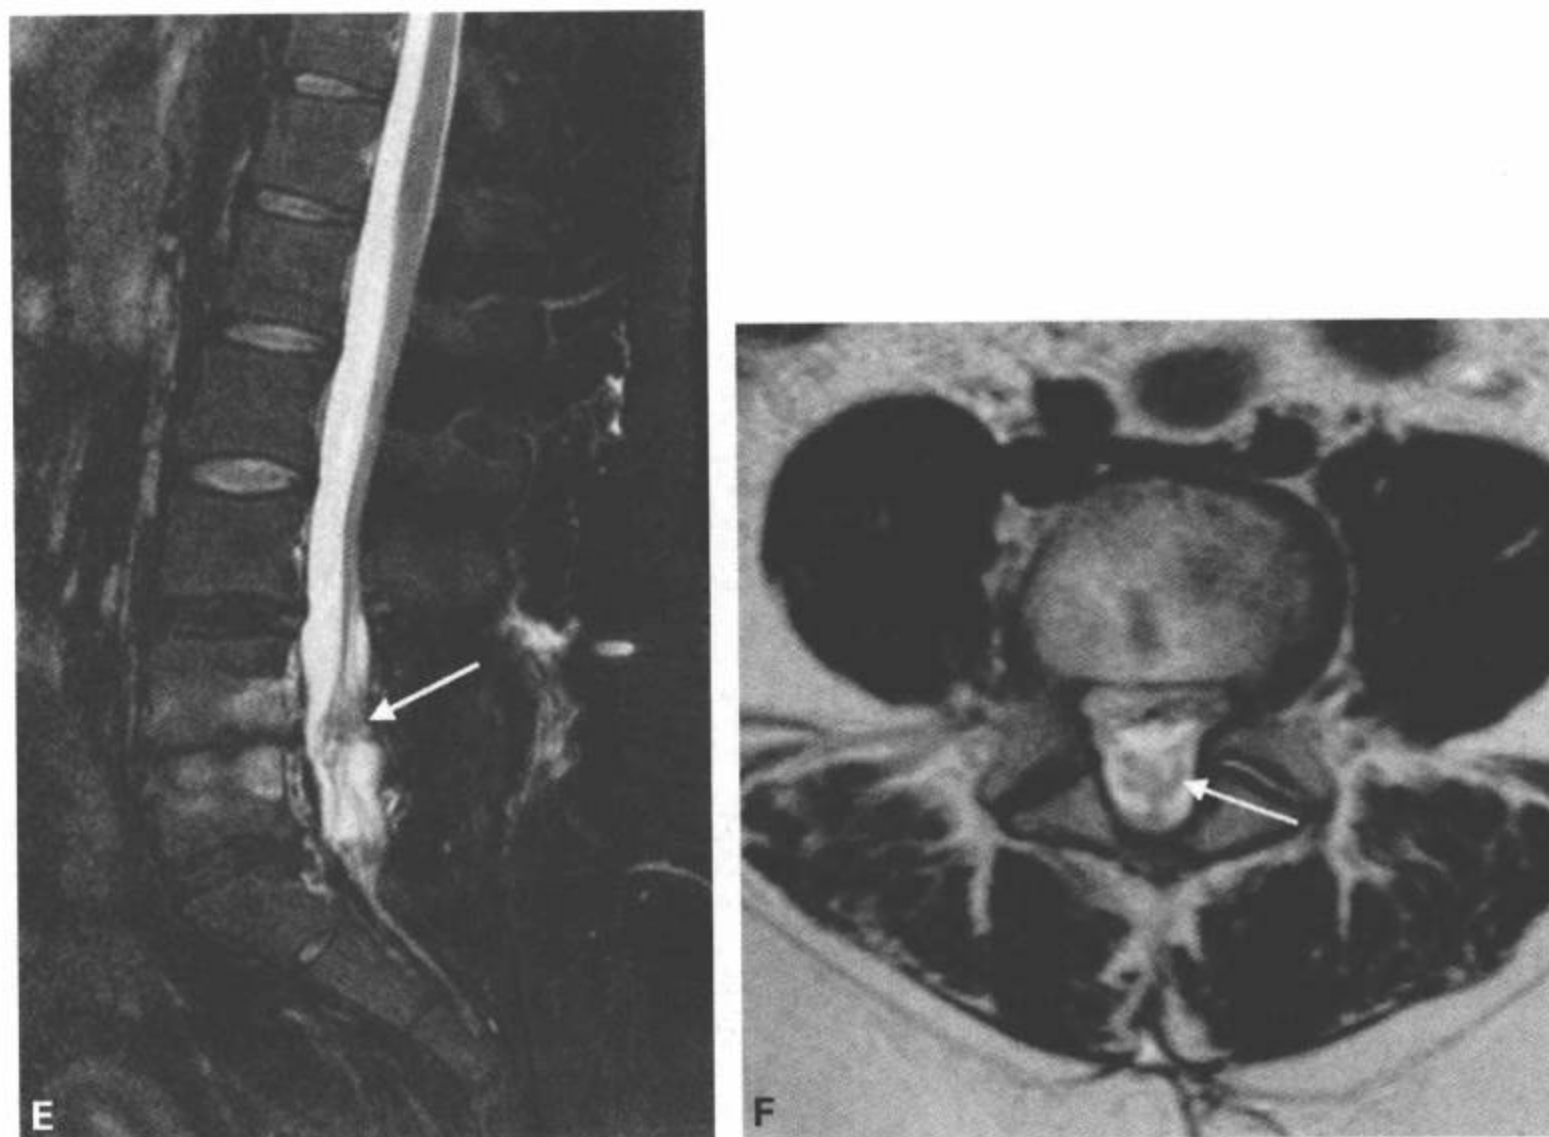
(续) 第三种方式,如另一例病人L4-L5椎板切除术后MRI矢状面(E)和横断面T2加权图像(F)所示,为软组织湮没了大部分蛛网膜下腔(E和F中白箭)。(Ross JS, et al. MR imaging of lumbar arachnoiditis. AJR Am J Roentgenol, 1987; 149(5): 1025-1032.)
